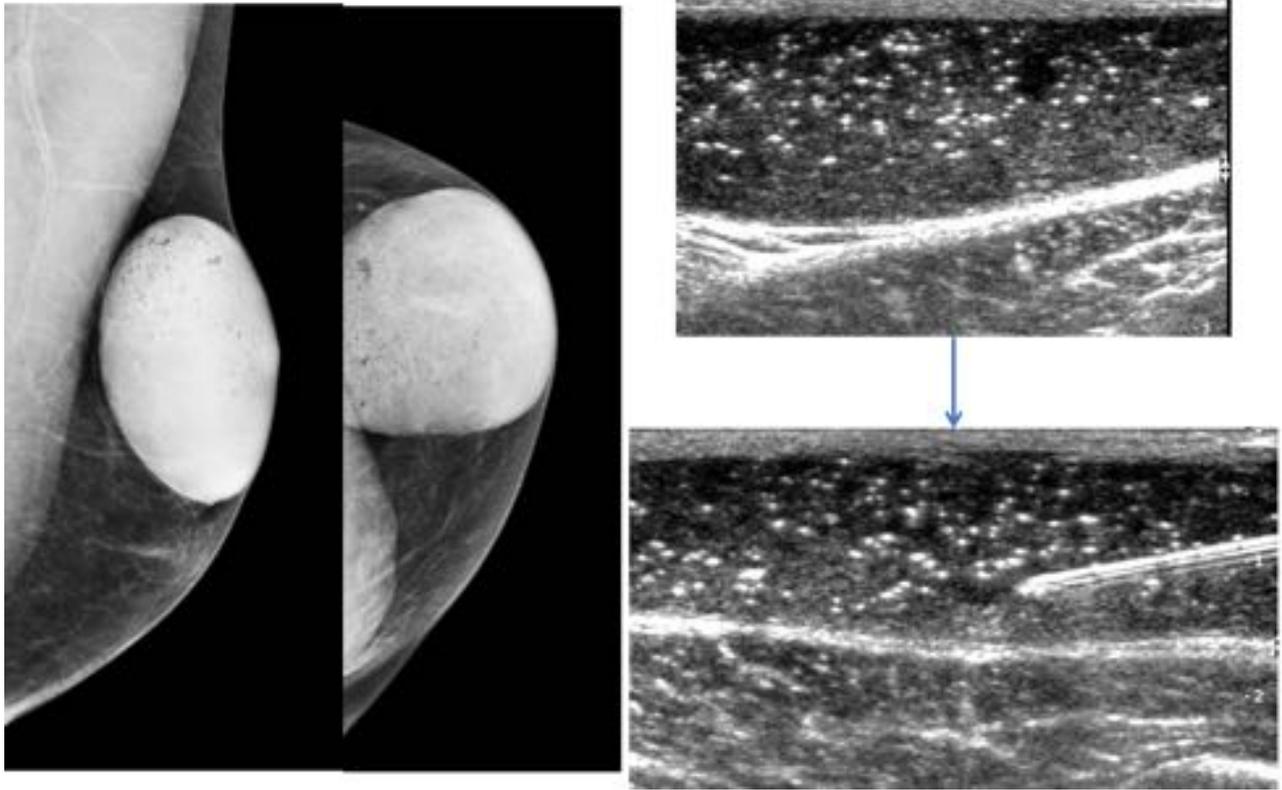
Varón de 37 años derivado desde centro penitenciario por historia de larga evolución de masa mamaria con drenaje espontáneo de material purulento. Las mamografías MLO y CC muestran una masa ovoidea bien definida de alta densidad, con elementos radiolucientes. En ecografía se comprobó la existencia de una colección fluida con focos ecogénicos traduciendo la existencia de gas.
